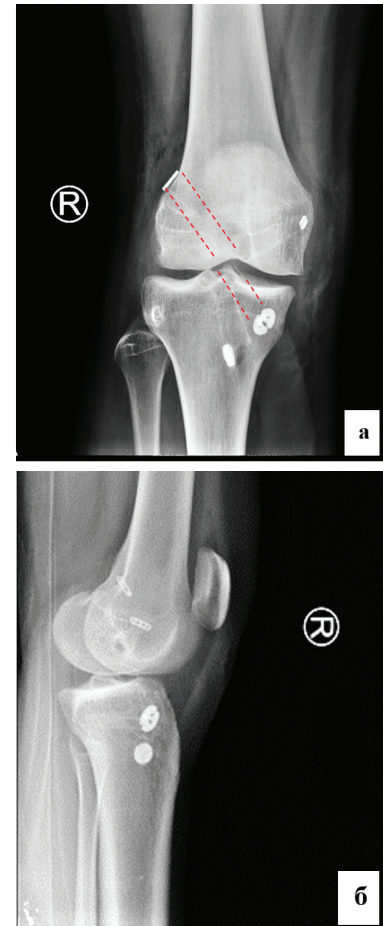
Рентгенологическое исследование правого коленного сустава в прямой (а) и боковой (б) проекциях. Пунктирными линиями показаны сформированные костные каналы
